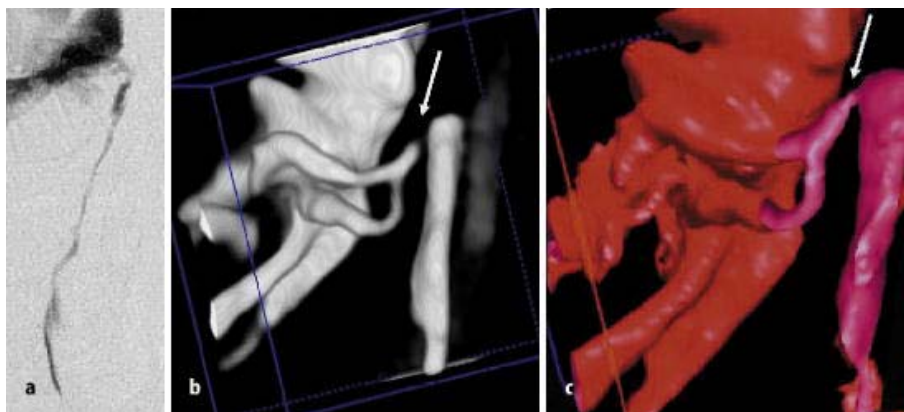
Möglichkeiten der bildgebenden Darstellung der Tränenwege. A) konventionelle digitale subtraktions Dakryocystographie. B) und C) dreidimensionale Rotationsdakryozystographie (Volumenrendering aus CT Datensätzen). Der Pfeil weist auf eine Stenose im Canaliculus communis. (nach Ref³¹)
